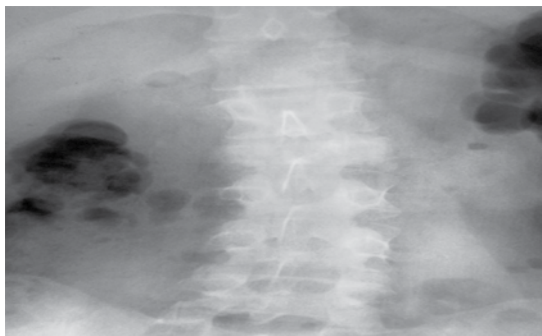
Radiografía anteroposterior de columna lumbar donde se observa escoliosis.
